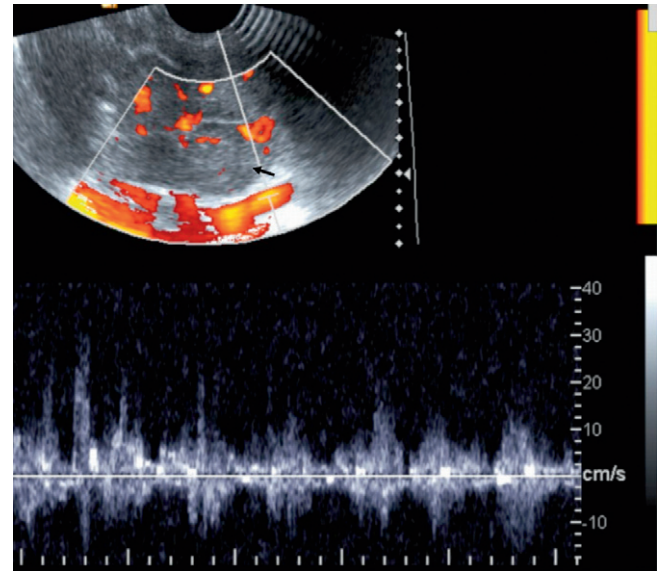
Écho-Doppler thoracique : adénomégalies compressives. Cette coupe récurrente effectuée avec une sonde endocavitare montre des adénomégalies médiastinales supérieures (flèche) comprimant le tronc veineux brachio-céphalique gauche. Ce dernier reste perméable. En Doppler couleur et pulsé, le flux veineux reste modulé par l'activité cardiaque, ce qui est en faveur d'une perméabilité de la veine cave supérieure.
